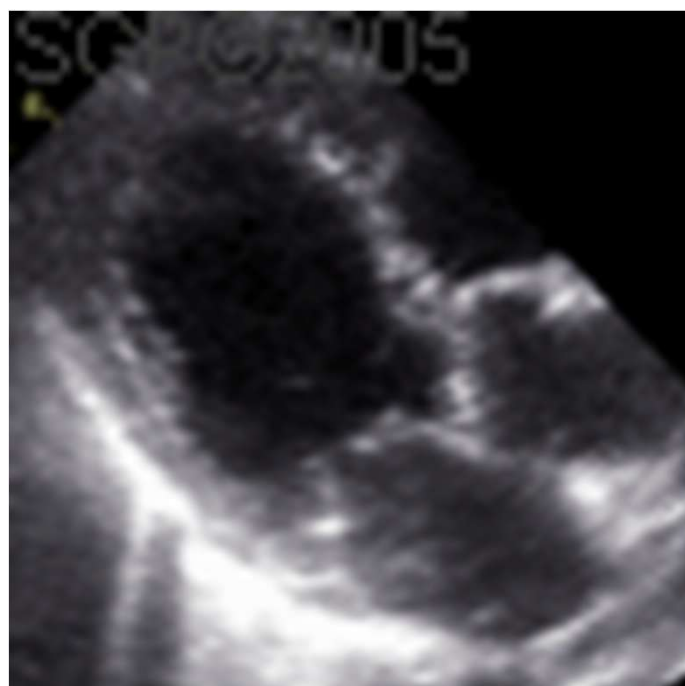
Role of echocardiography in the diagnosis of stress cardiomyopathy. STEMI denotes ST segment elevation myocardial infarction
